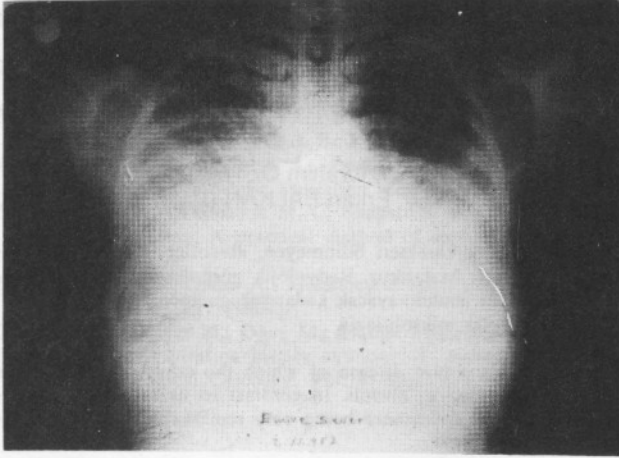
Akciğer grafisinde klasik kum fırtınası görünümü.
